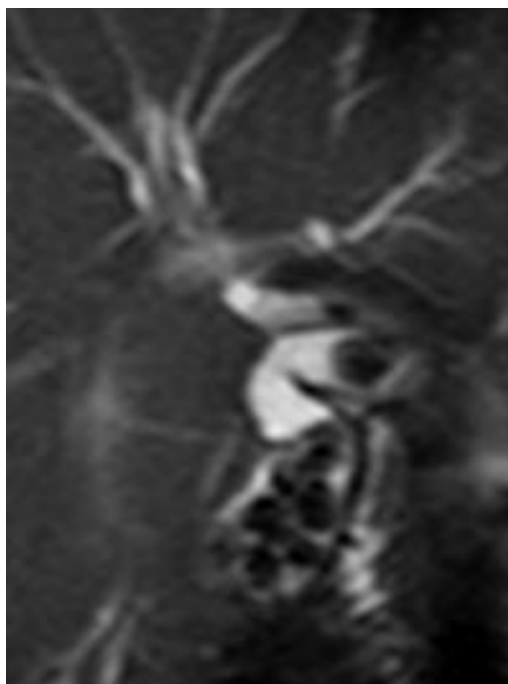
Colangiorresonancia magnética, turbo spin echo T2 coronal, en cortes más anteriores, donde se identifican defectos de señal intraluminales en el conducto colédoco.
